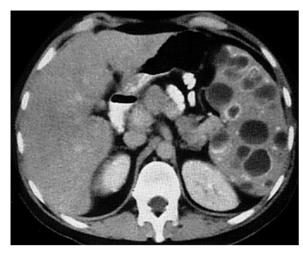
Pneumocystis-carinii-Infektion der Milz, CT mit i. v. Kontrastmittel. In der Spätphase finden sich randständige Verkalkungen bei Mikroabszessen der Milz. (Aus De Schepper u. Vanhoenacker 2000, S. 78, Abb. 7.20 a)
